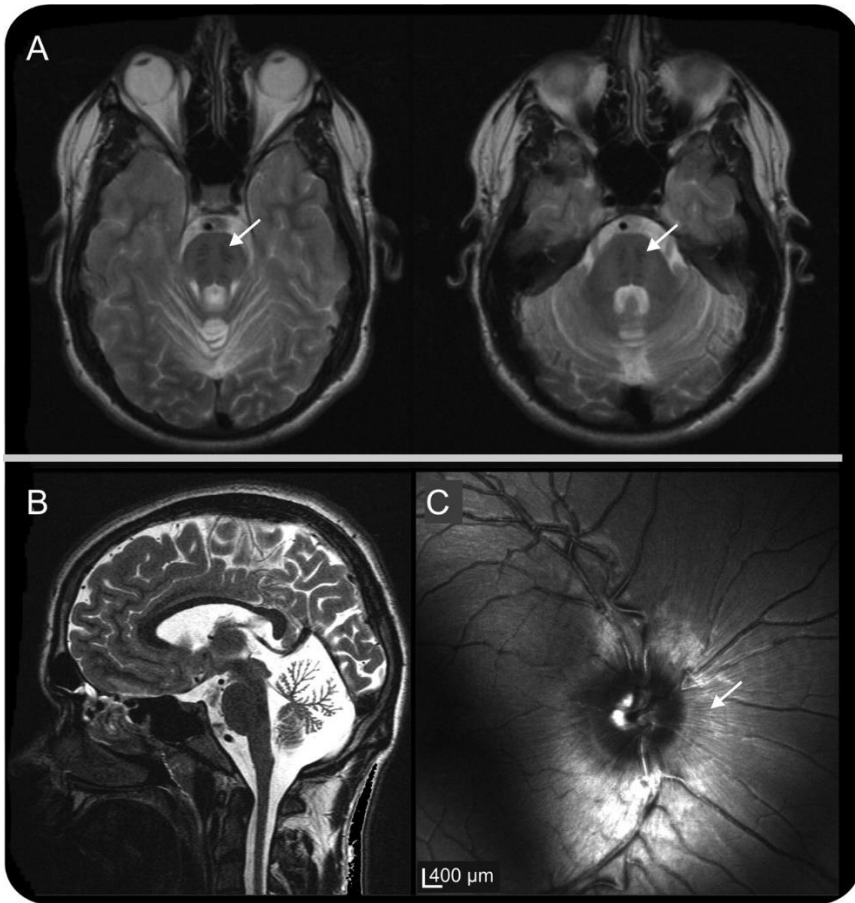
Imagen de resonancia magnética y fundoscopia de un paciente ARSACS de la región de Quebec. A) RMN ponderada en T2 muestra hipointensidades lineales cerca del tracto piramidal en la protuberancia en cortes transversales y B) atrofia cerebelosa, predominantemente del vermis superior en cortes sagitales. C) Imagen de oftalmoscopia que muestra fibras mielinizadas que irradian desde el disco óptico. Figura obtenida de Martin *et al.* 2007 (116).
